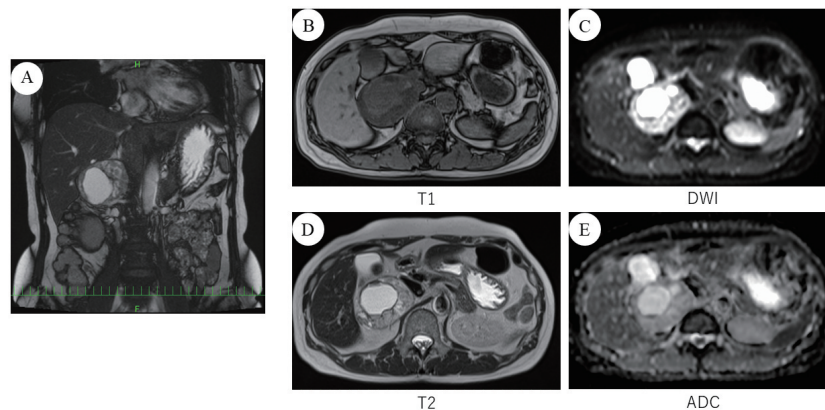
Plain MRI findings.
